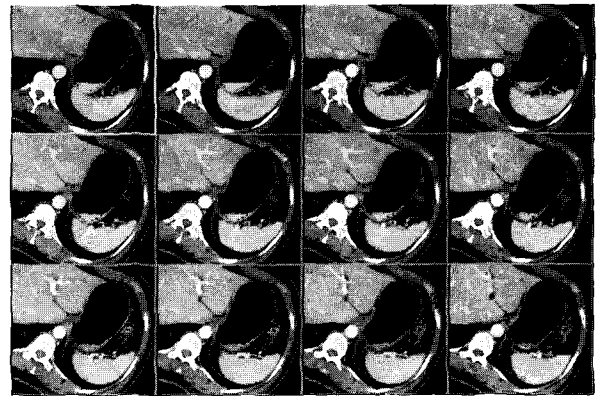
복부단층촬영 2차원 영상 114개 중 12영상
